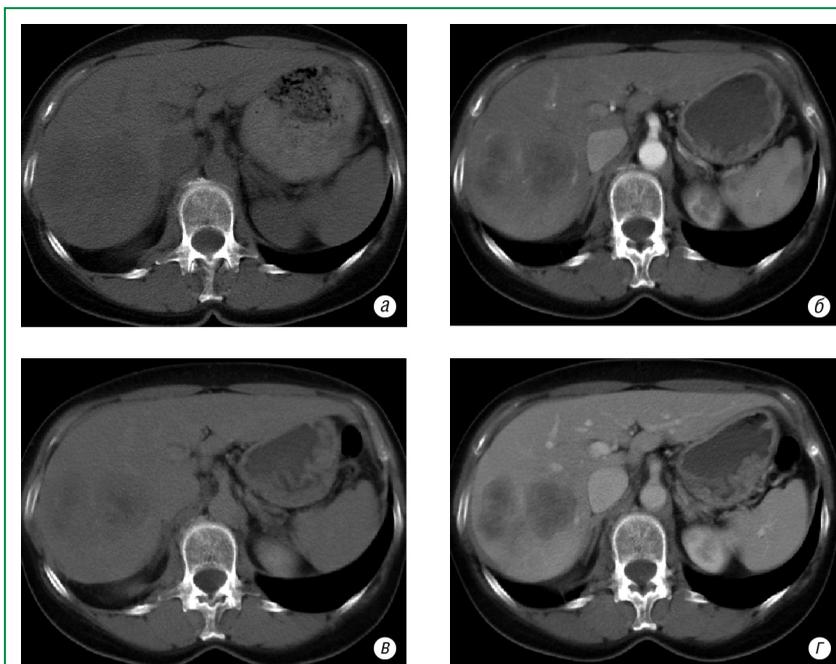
Аксиальные компьютерные томограммы 6-ой М. (и/б № 96745): а, б — до лечения (а — нативное исследование, б — артериальная фаза), в, г — после 1 курса внутриартериальной химиотерапии (в — артериальная фаза (очаг лимфоцитарной инфильтрации — белая стрелка), г — венозная фаза)
